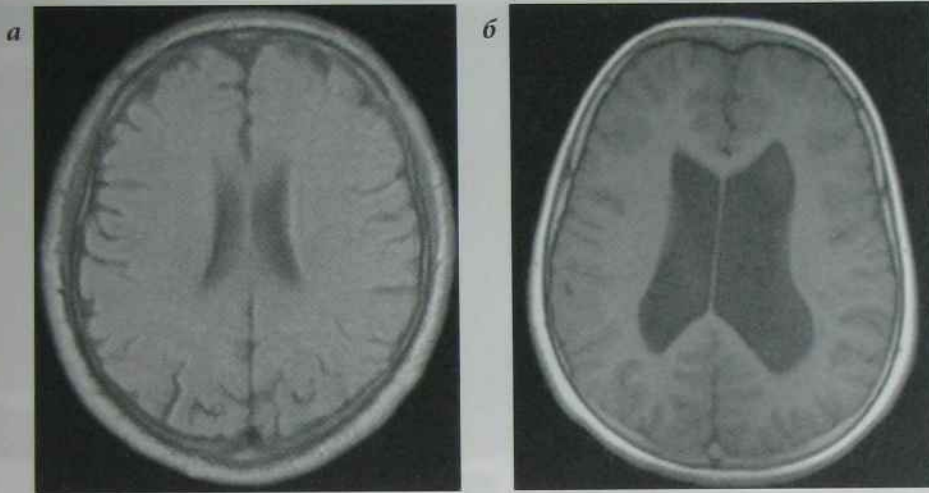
МРТ,  $T_1$ -33 аксіальні томограми:
